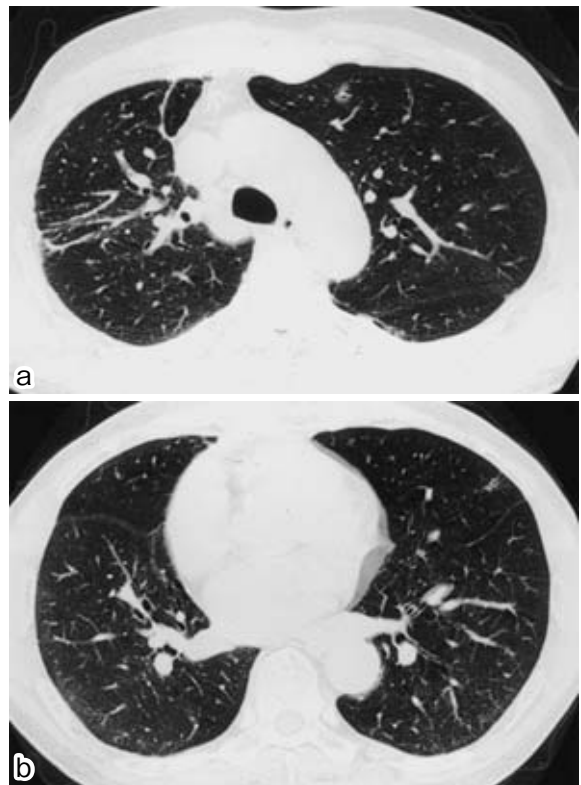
Chest CT one year after treatment reveals improvement.
